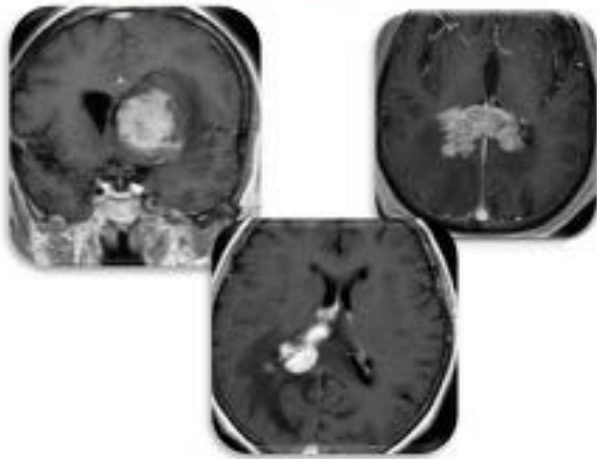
Características principales en RM de los linfomas primarios del SNC.
